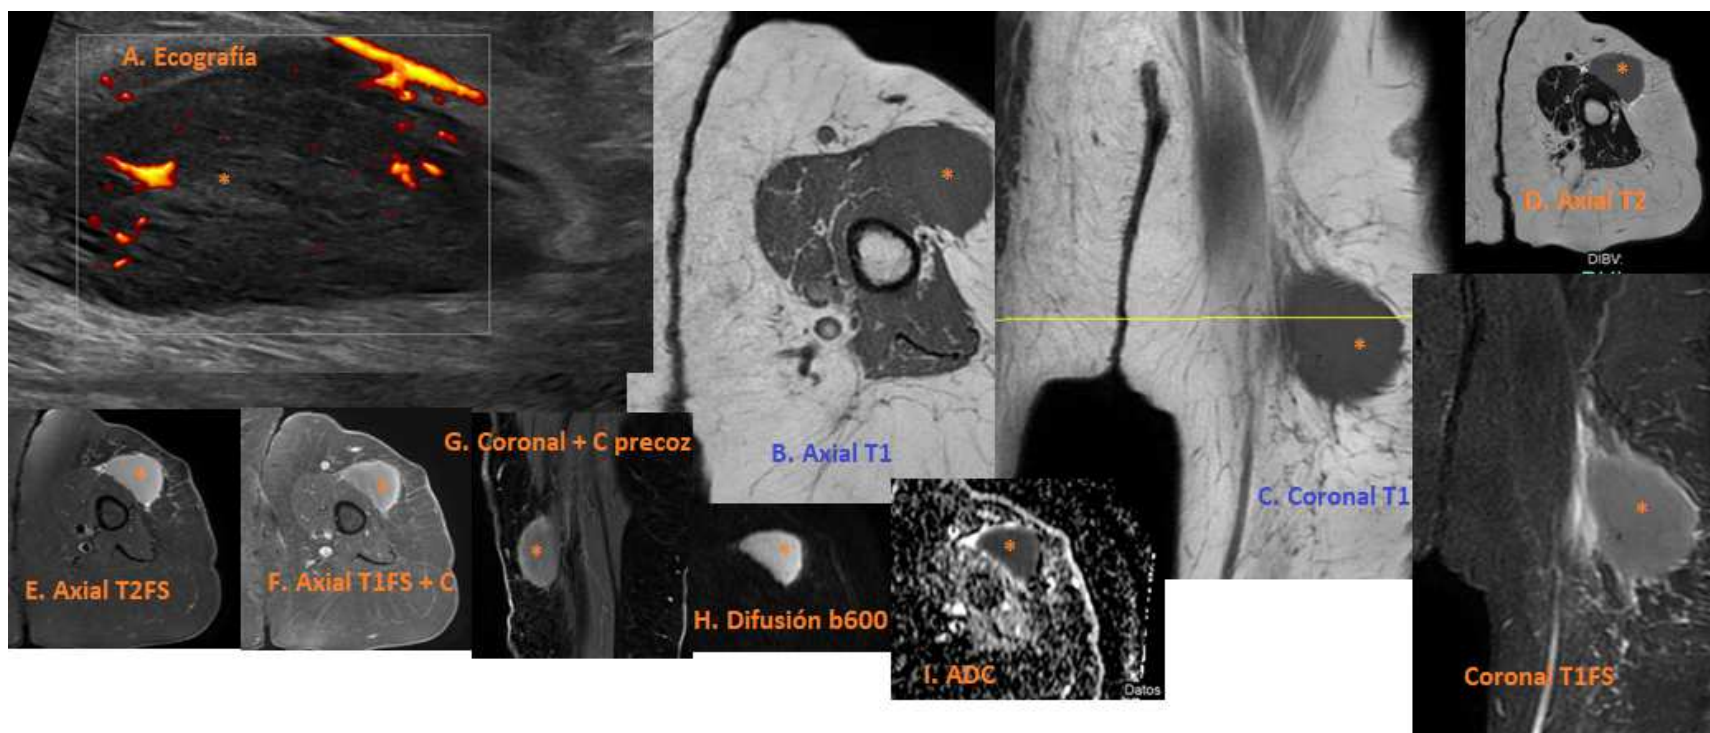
Tumorción de partes blandas circunscrita en tejido celular subcutáneo (TCS) brazo izquierdo con amplia base en fascia superficial. A. Ecografía: lesión sólida hipoeoica de bordes bien definidos en TCS. B y C. Hipointensa en T1. D. Iso/hiperintensa en T2. E. Hiperintensa en T1 y T2 FS. F y G. Realza homogéneamente tras contraste con curva tipo IV (realce intenso precoz y posterior lavado). H e I. Marcada restricción en difusión.
